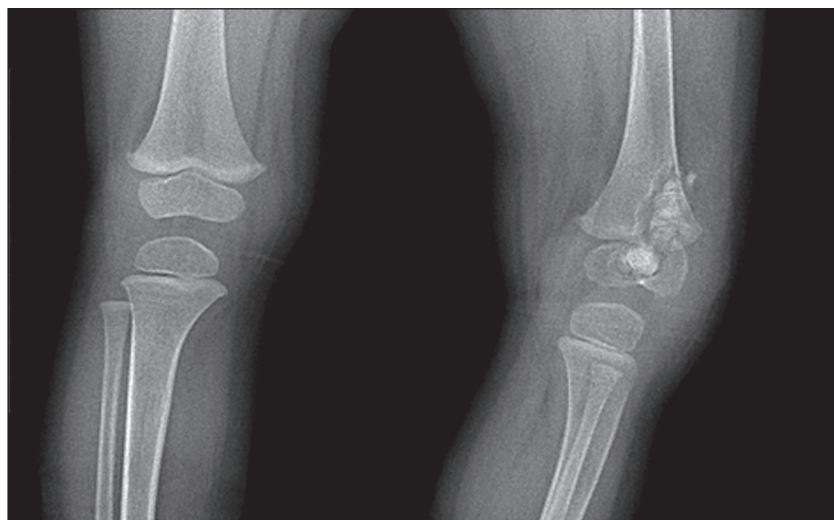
Рентгенограмма коленных суставов ребенка 1 года и 11 мес (БЦЖ-остит левой бедренной кости дистального эпиметафиза. Состояние после операции резекции патологического очага дистального эпиметафиза левой бедренной кости с пластикой дефекта аллотрансплантатом «Остеоматрикс».
